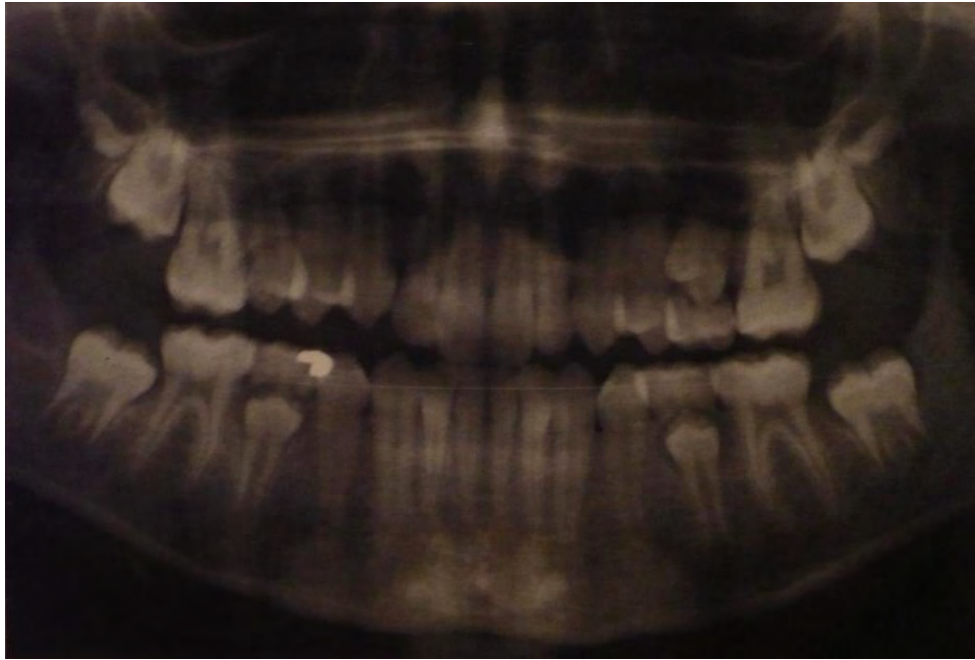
Radiografía panorámica: fase final de la segunda etapa de transición.⁵⁶
